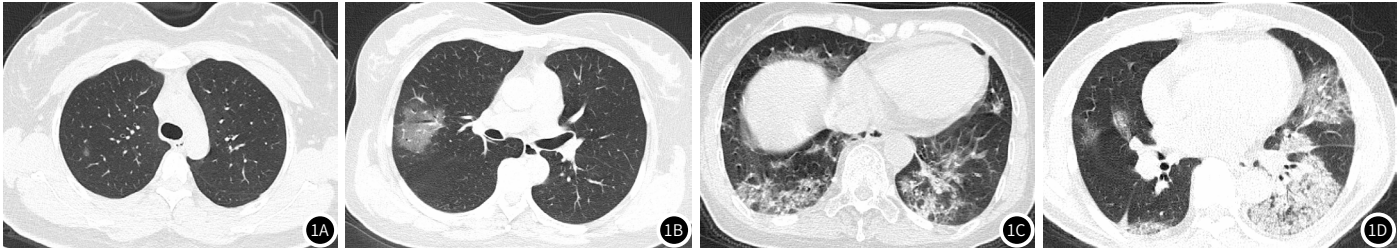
图1A为主动脉弓层面, CT评分为1分; 图1B为气管隆突层面, CT评分为2分; 图1C为膈上层面, CT评分为3分; 图1D为下肺静脉汇合层面, CT评分为4分。
